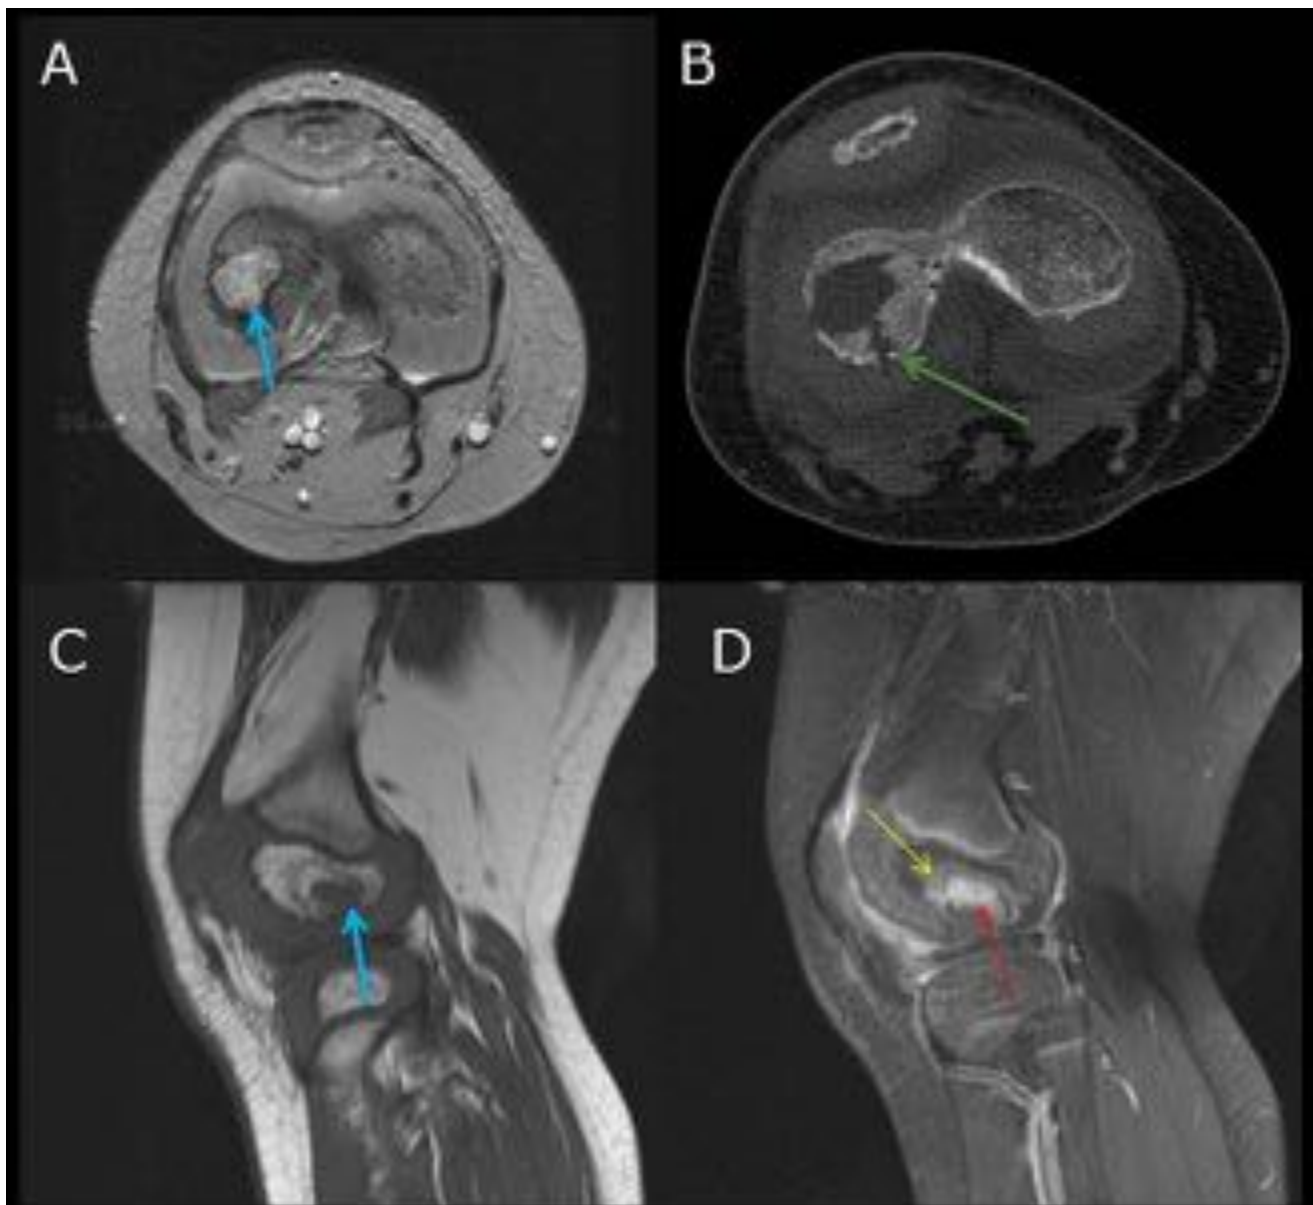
RM axial pT2 con corte axial de TC sin contraste[A y B]e imágenes de RM sagital pT1 y T1 Gd + Sat.Grasa[B y C].Cavidad ósea que erosiona cortical hasta partes blandas(cloaca) [Flecha verde B]. Absceso epifisario del CFE,con neoformación ósea periférica que rellena la cavidad,(hipointenso en pT1)[Flecha azul C]e(hiperintenso en pT2)[Flecha azul en A]con realce homogéneo con contraste[Flecha roja en D](fenómenos reparativos).Captación del tejido óseo neoformado[Flecha amarilla D].
